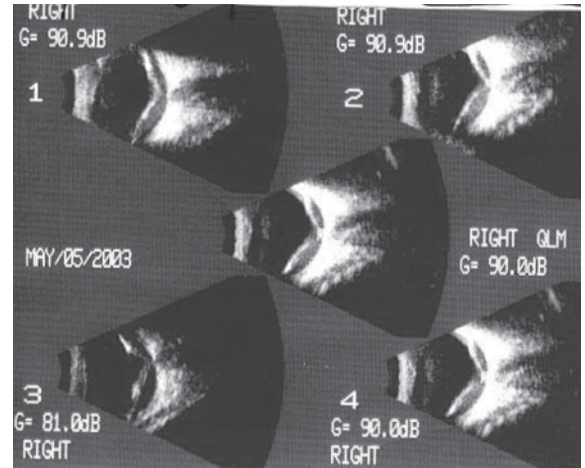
Ecografía B-Scan en etapa crónica. Imagen ultrasónica de la foto número 7. Se observa desprendimiento de retina total OD en forma de "T" acompañado de marcada turbidez del espacio subretinal, representando compromiso inflamatorio difuso. (Gentileza de Dr. Alex Papic, Servicio de Oftalmología Hospital del Salvador).
